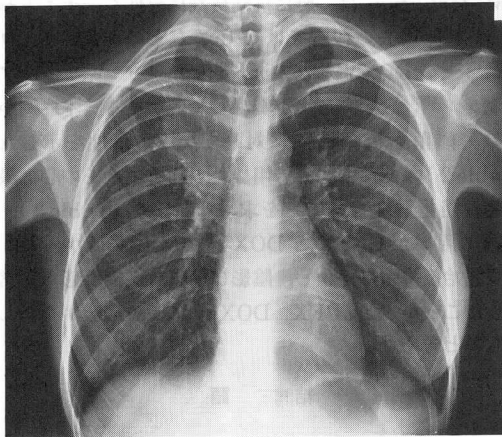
Chest radiograph on admission shows infiltrative shadow in the right upper lung field.
